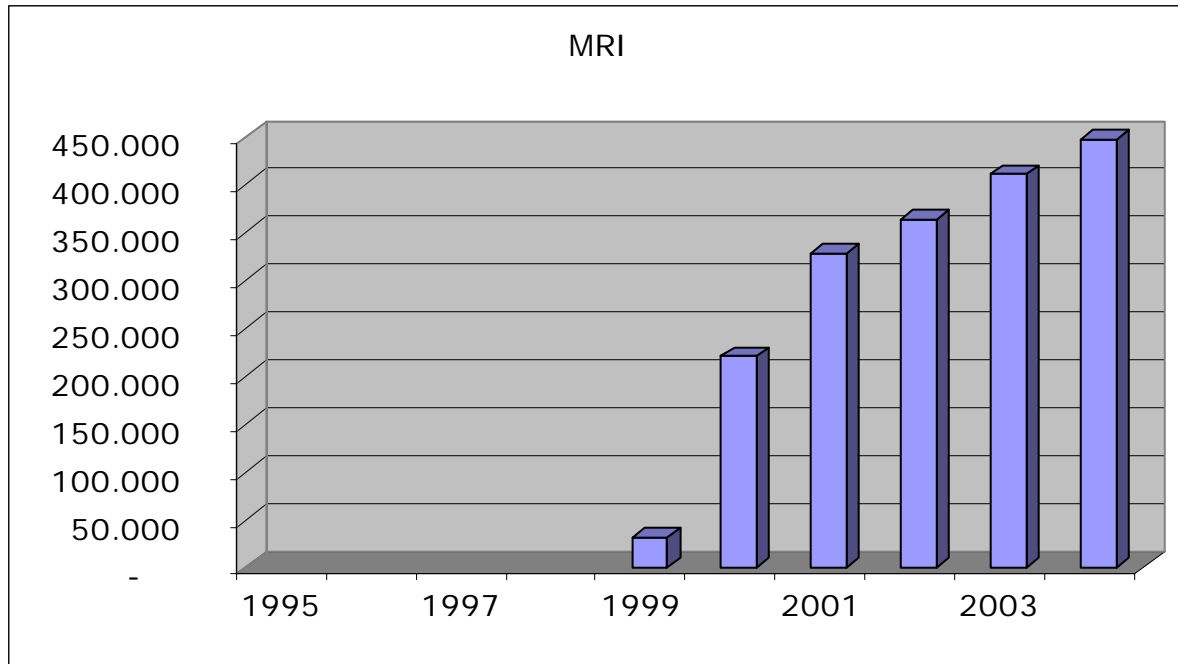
Evolution globale de l'activité IRM de 1999 à 2004.
